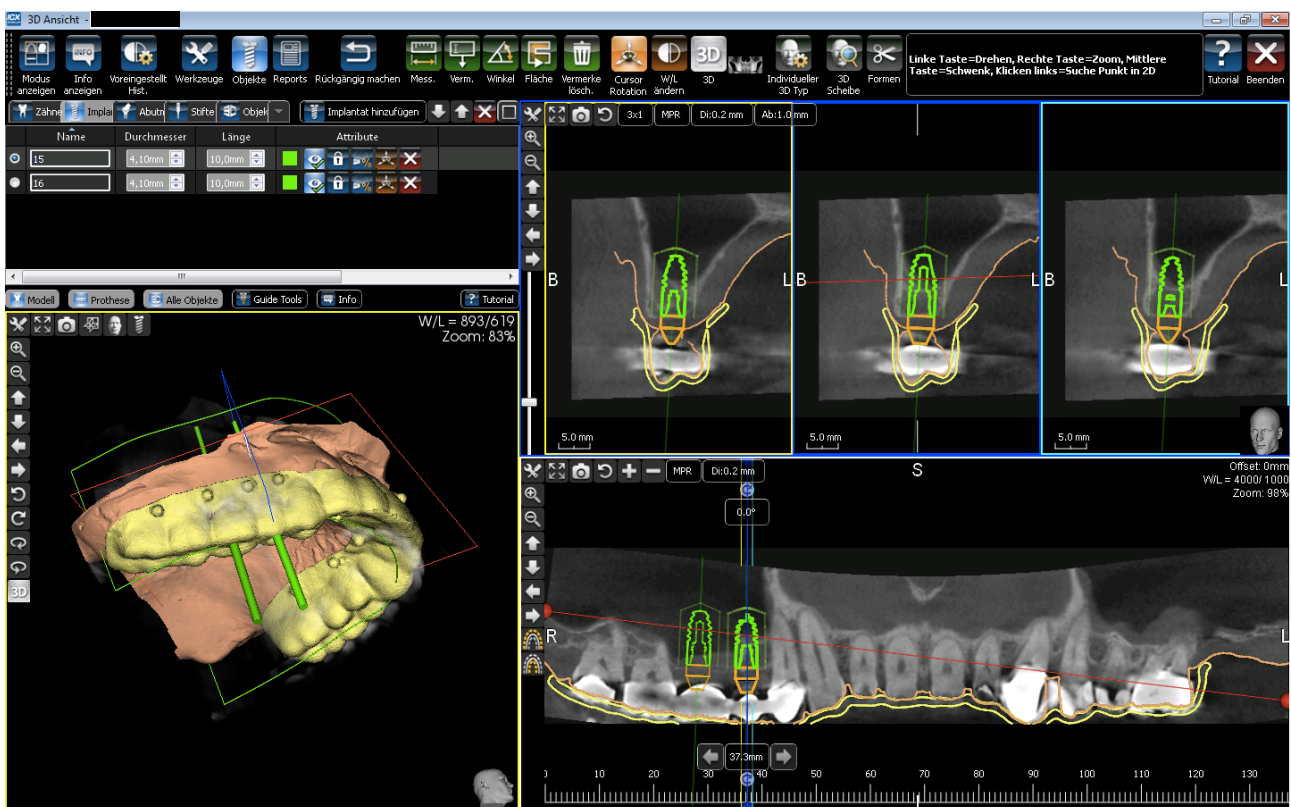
Screenshot der Magellansoftware bei einem Patienten, dessen Datensätze sowohl durch die Doppelscanteknik mit Röntgenreferenzmarkern (gelb) als auch durch Überlagerung mit STL-Daten aus dem Laborscanner (braun) erstellt wurden. Die virtuelle Implantatplanung ist grün dargestellt.
